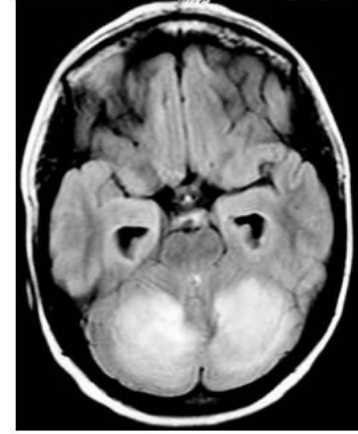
Case 2: axial T2-FLAIR MRI (day 1) showing hypersignals in both cerebellar hemispheres
